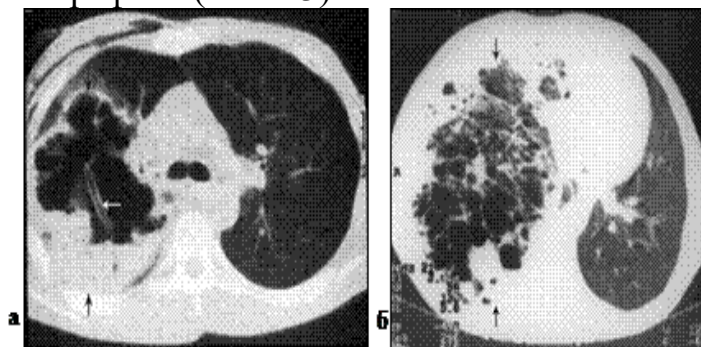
Комп'ютерні томограми грудної клітини. а - гангренозний абсцес верхньої долі правої легені (відзначений чорними стрілками), в порожнині гнійника дренажна трубка (біла стрілка), б - поширена гангрена правої легені (відзначена чорними стрілками).
